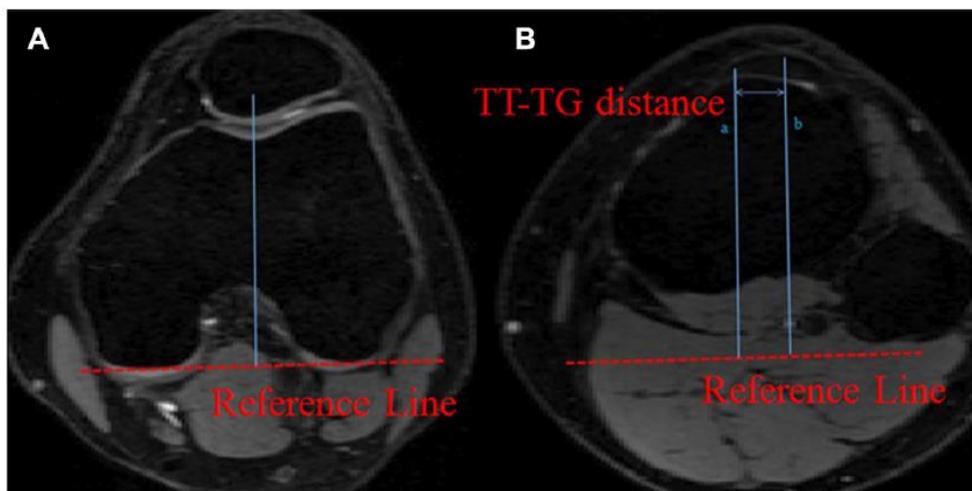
MRI-Darstellung des TT-TG-Abstands (Shen et al., 2019)
